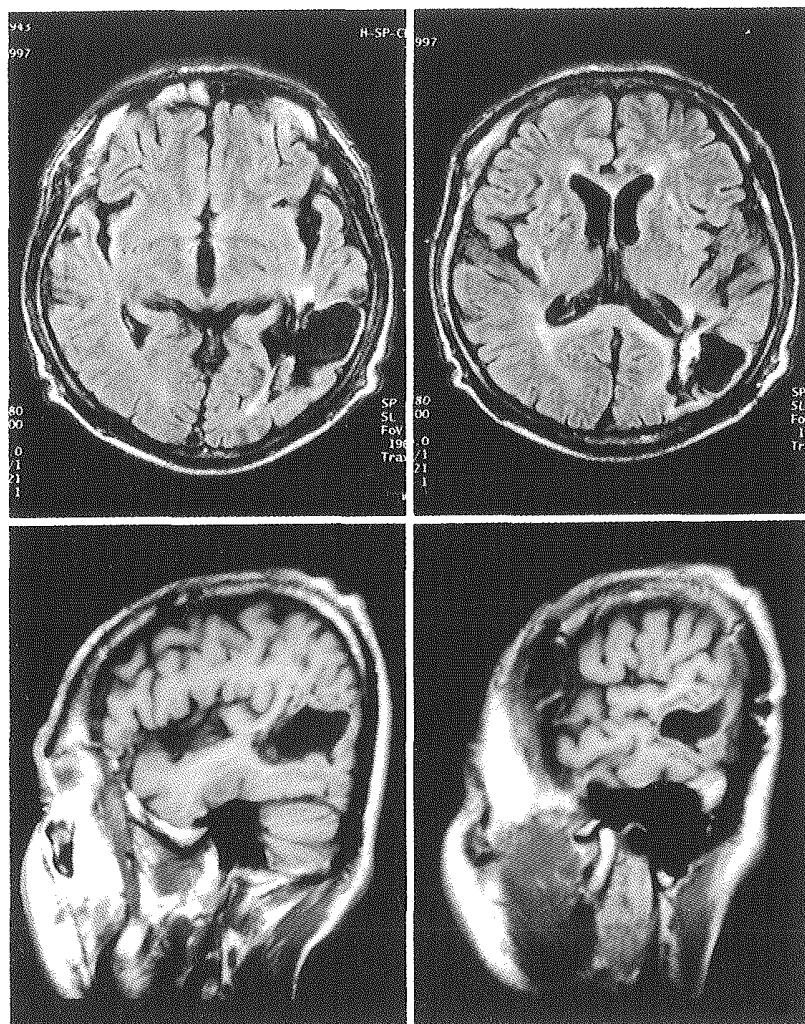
症例2の術後約7ヶ月目(9月20日)のMRI T₁強調画像
